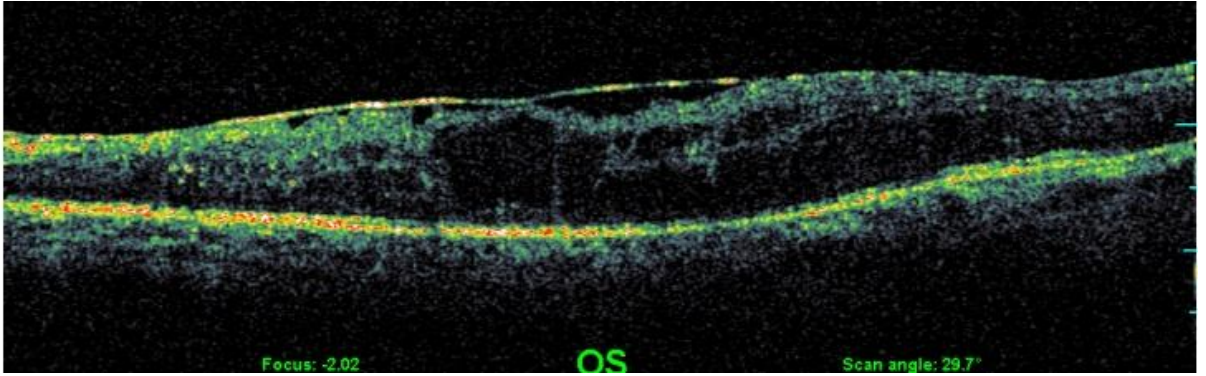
Diffüz retina kalınlaşması (DRK) ve seröz retina dekolmanının (SRD) optik koherens tomografi (OKT) görüntüsü
